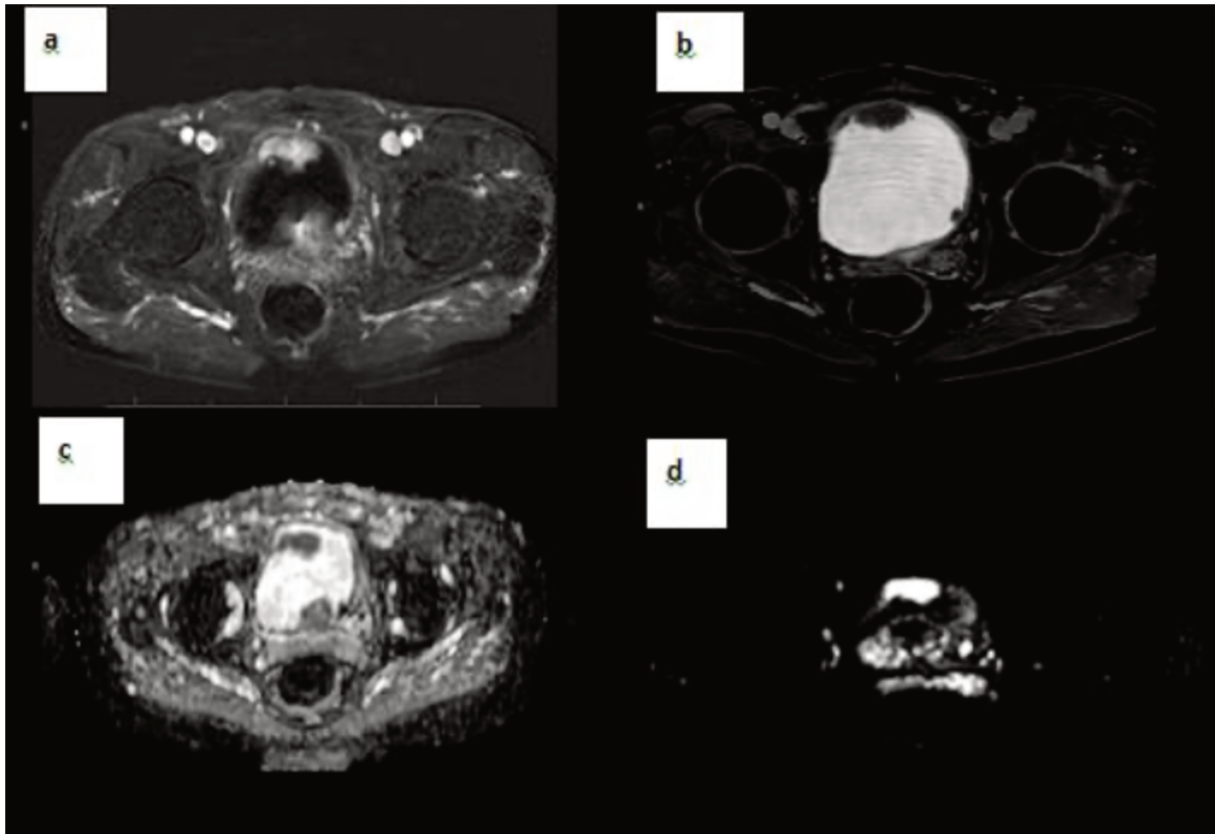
IRM de vessie en pondération T1 après injection de contraste (a), T1 post injection au temps tardif (b) , cartographie ADC (c) et séquence de diffusion d): Carcinome urothélial pT1. Images issues du service du Pr Puech, CHRU de Lille (2)
